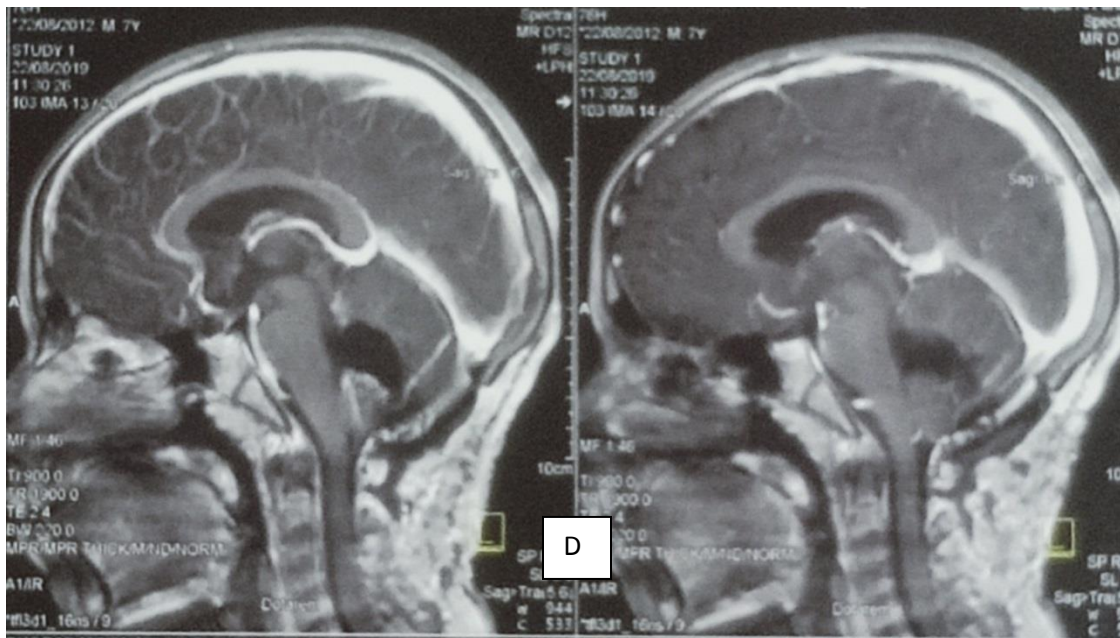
D): IRM cérébrale coupe sagittale post opératoire, absence de reliquat tumoral.
